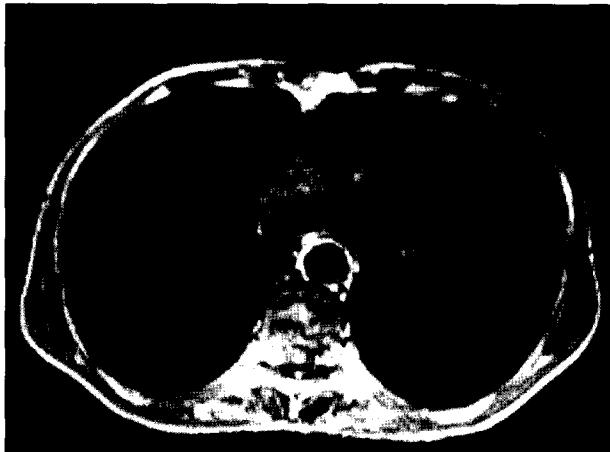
Cardiac MRI showed a 30×40×40 mm-sized, slightly enhanced, lobulated contour of right atrial mass attached to the interatrial septum.
